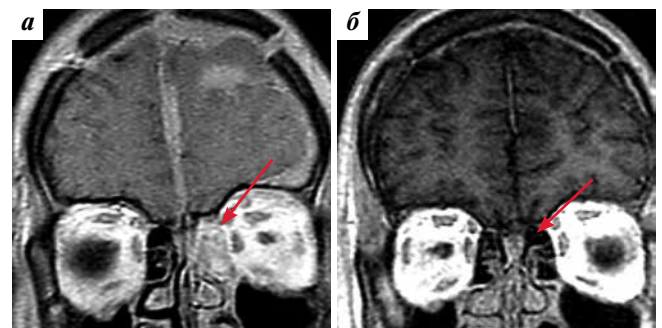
Магнитно-резонансная томография придаточных пазух носа: а – T1-SE, после контрастного усиления при госпитализации, в клетках решетчатого лабиринта слева визуализируется опухолевое образование; б – T1-SE, после контрастного усиления, через 3 года, наблюдается регрессия опухоли, полное восстановление пневматизации клеток решетчатого лабиринта слева
